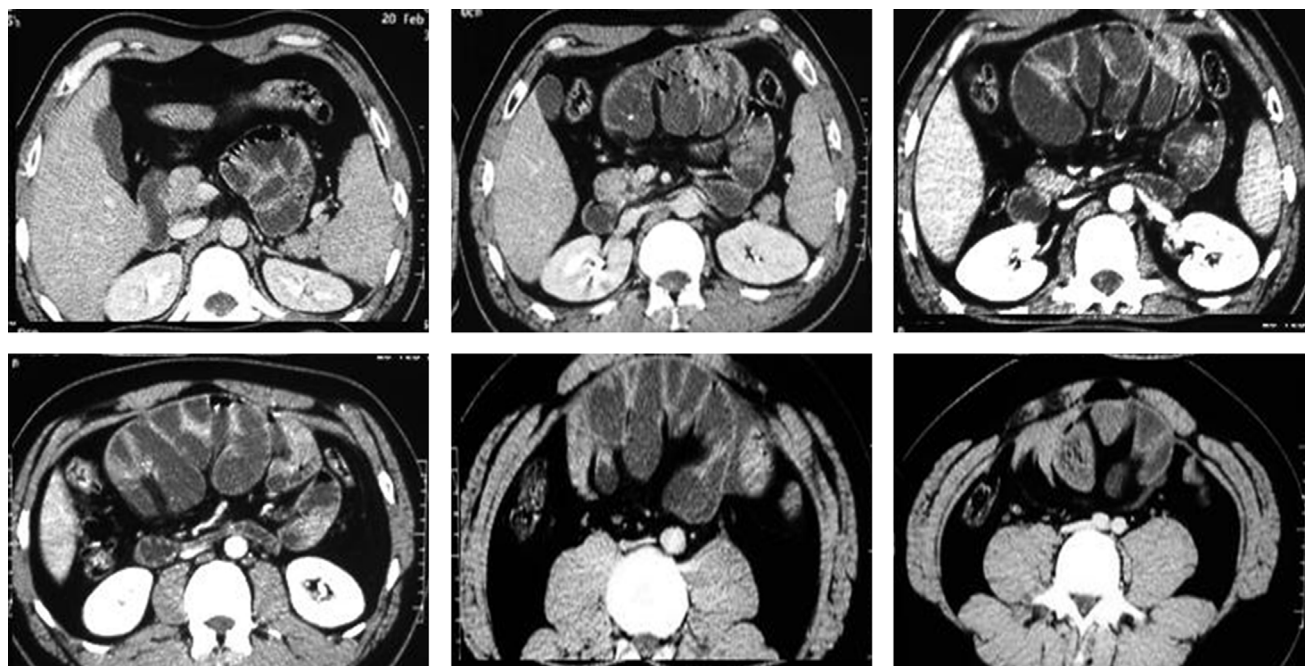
TDM abdomino-pelvienne en reconstructions axiales après injection de produit de contraste.
